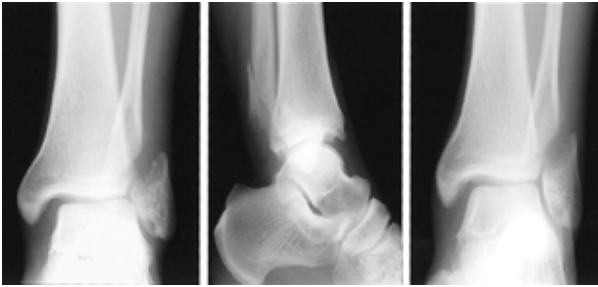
The preoperative anteroposterior, lateral and mortise radiographs of ankle show Bosworth fracture-dislocation of ankle.
